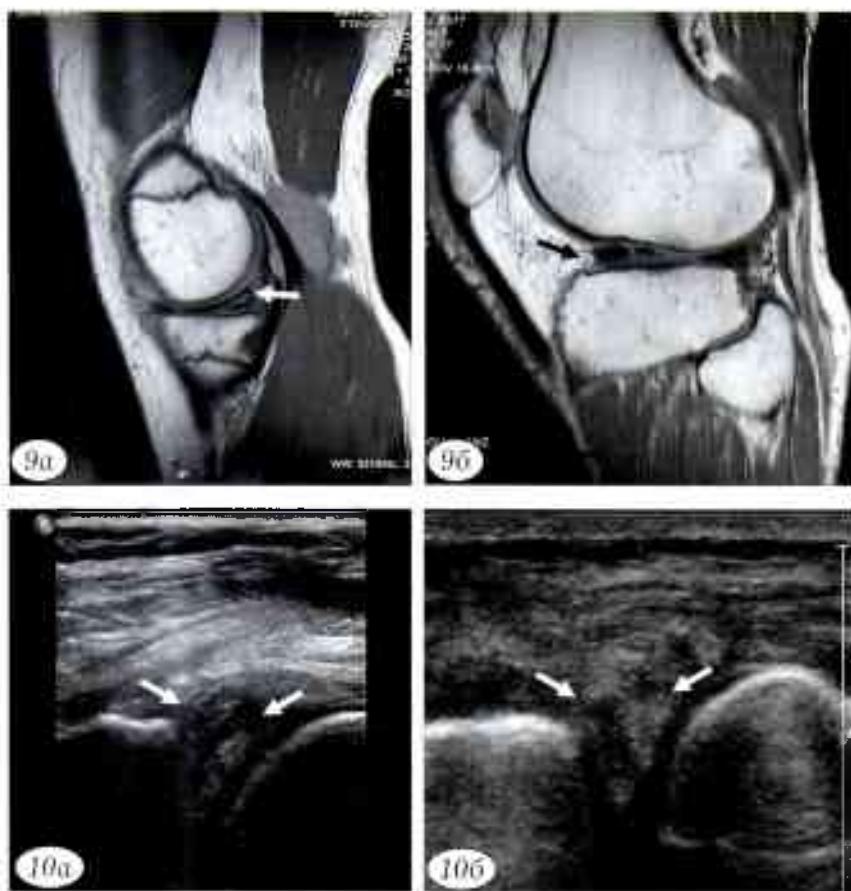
МРТ при разных вариантах повреждения менисков (отмечены стрелками): а — повреждение заднего рога внутреннего мениска; б — повреждение переднего рога наружного мениска.
